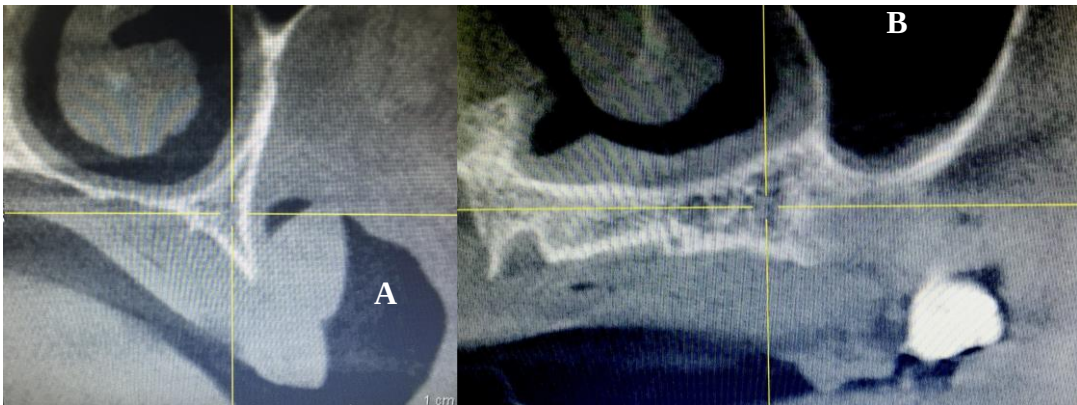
(a e b)- Cortes Tomograficos demonstrando deficiências ósseas horizontais necessitando de um planejamento muito bem elaborado da instalação dos implantes.
